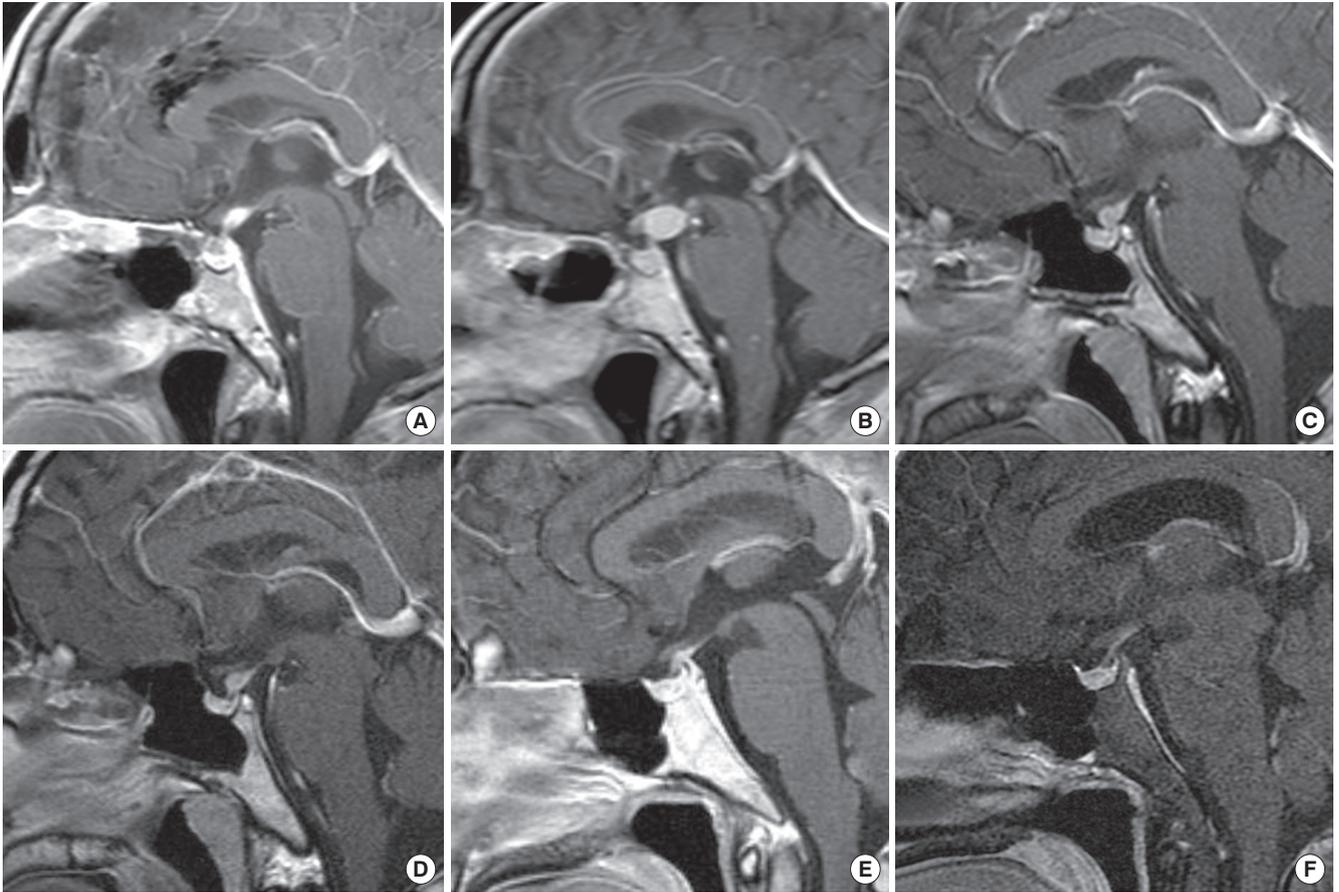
Different prognosis of pituitary lesion (sella MRI). A. Pituitary stalk mass is seen at baseline (Patient 3). B. Pituitary stalk mass increased after 2 years (Patient 3). C. Pituitary stalk mass is seen at baseline (Patient 4). D. Pituitary stalk mass had no change after 3 years (Patient 4). E. Pituitary stalk thickening is seen at baseline (Patient 5). F. Pituitary stalk thickening disappeared after 12 years (Patient 5).
